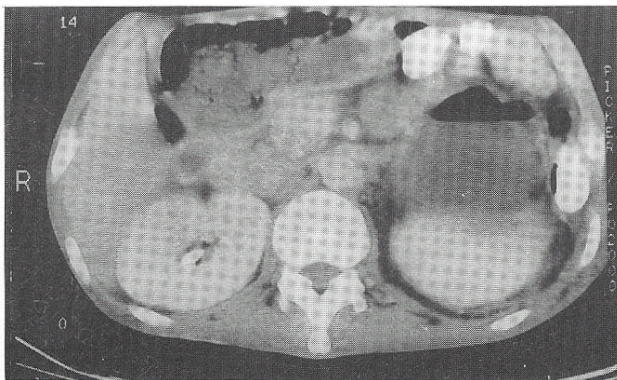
Abdominal CT shows a  $20 \times 14$  cm sized multiloculated cystic mass with multiple air fluid levels in splenic area.
